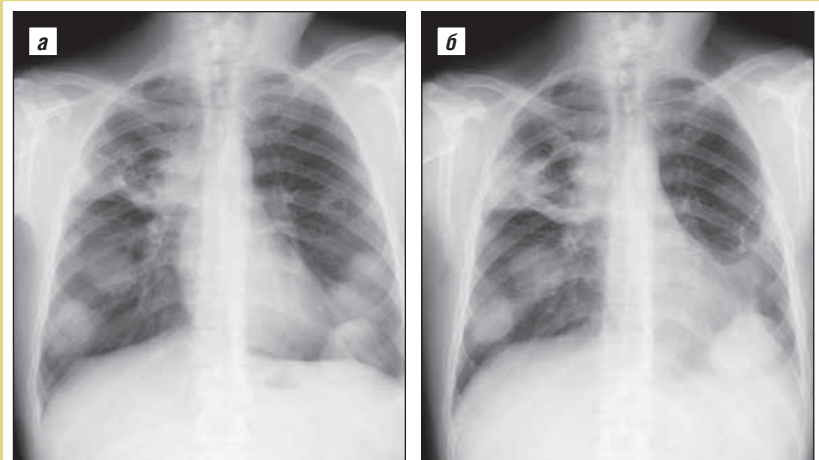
Рентгенограммы; а – ноябрь 2014 г., б – 13.01.15
